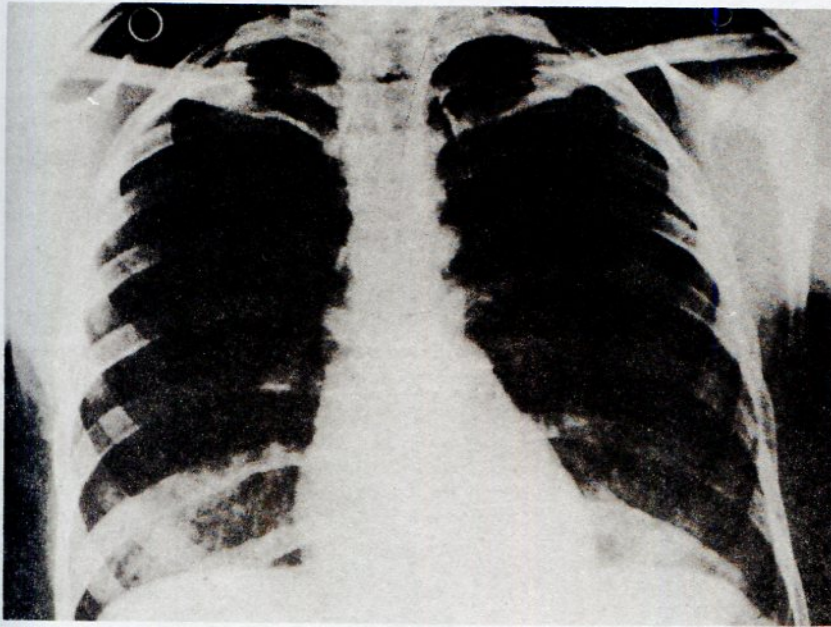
Radiografía de frente del tórax en el adulto.
